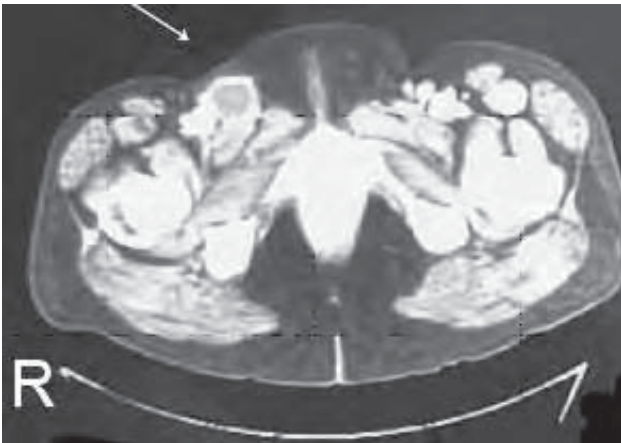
/13. TAC de pelvis. Obstrucción trombótica de la vena ílica en paciente con sepsis de origen obstétrico.
